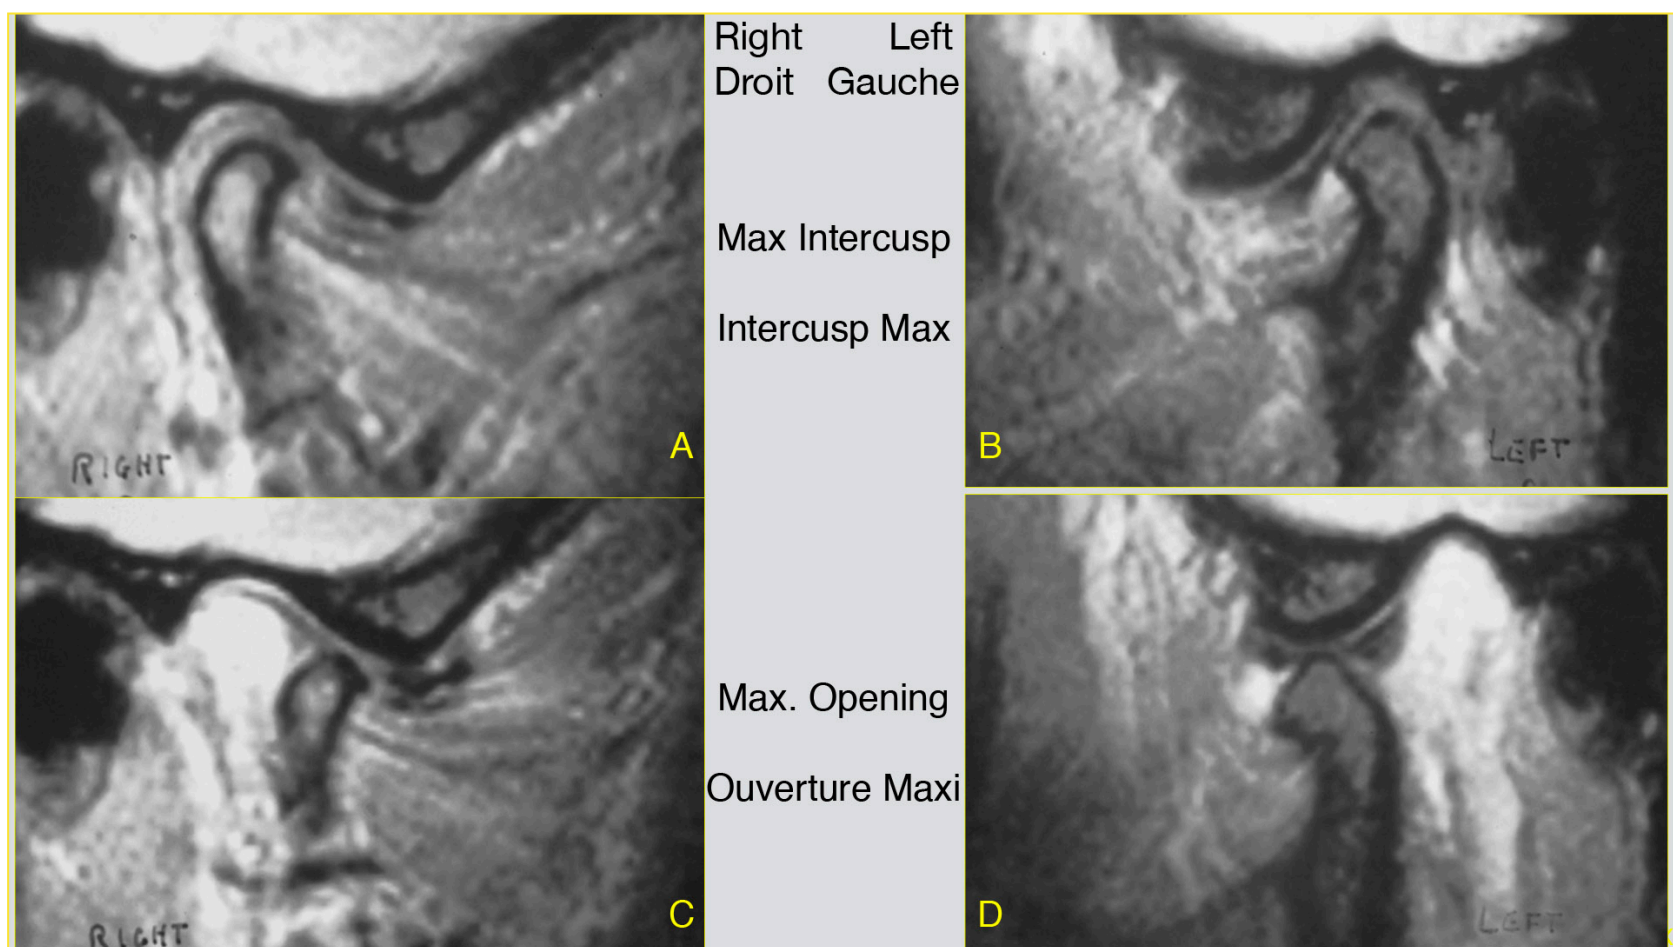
Patiente vue en urgence pour une luxation antérieure irréductible du disque articulaire droit, avec une IRM et un rendez-vous chirurgical pour ménisectomie à 15 jours.
